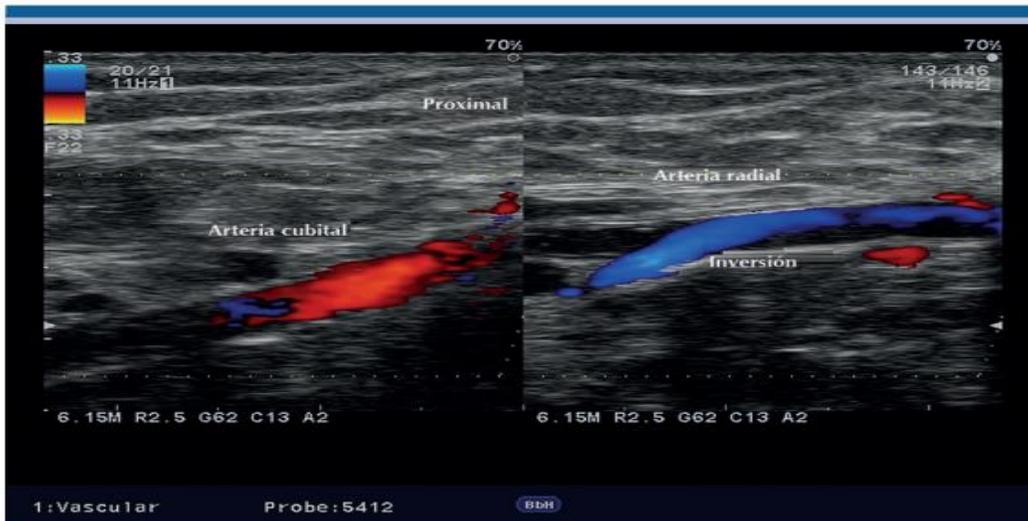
Robo de la arteria radial proximal en una fistula arteriovenosa entre la arteria humeral y vena cefálica. Plano longitudinal al Doppler color de las arterias radial y cubital proximales; cambio en el mapa de color de la arteria radial por inversión de la dirección del flujo.
